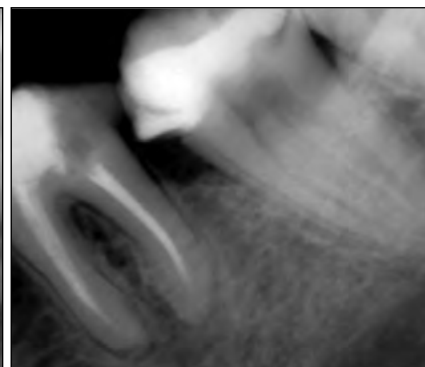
Результаты рентгенологического исследования после лечения через 9 месяцев
